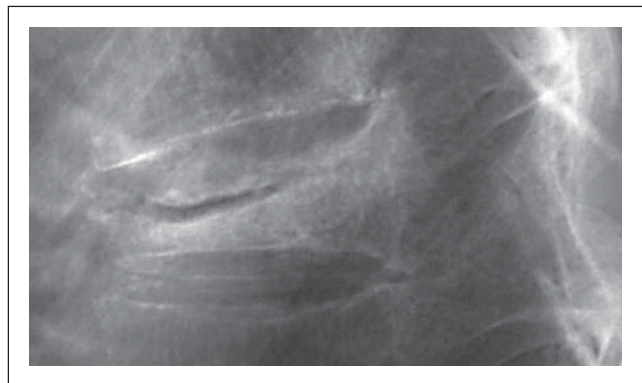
Nativröntgen einer seit 18 Monaten bestehenden Pseudoarthrose Th5.
